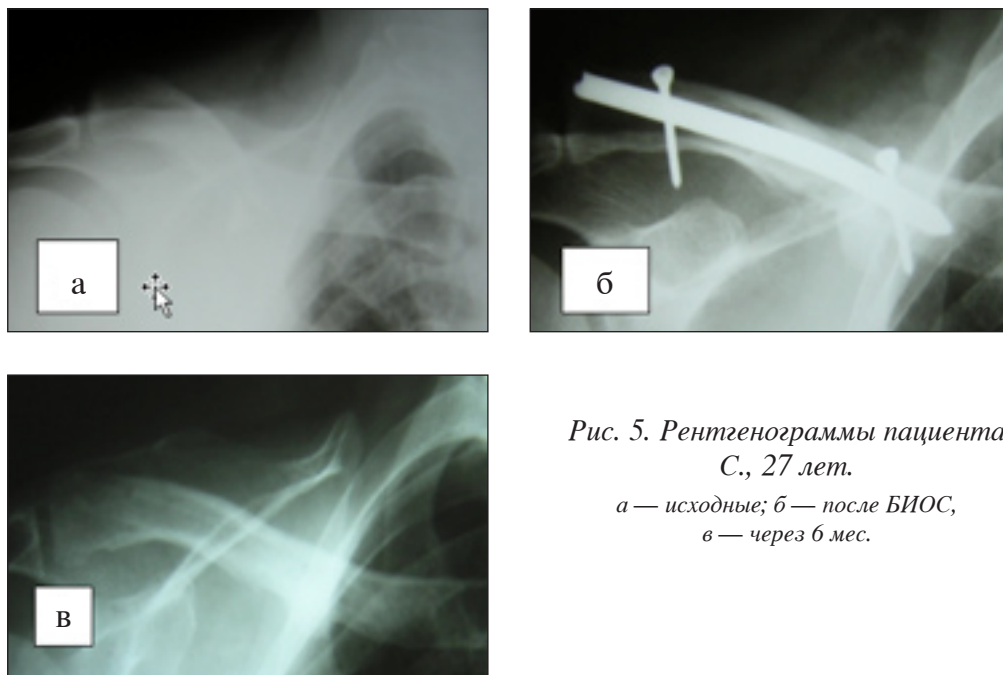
Рентгенограммы пациента С., 27 лет.
